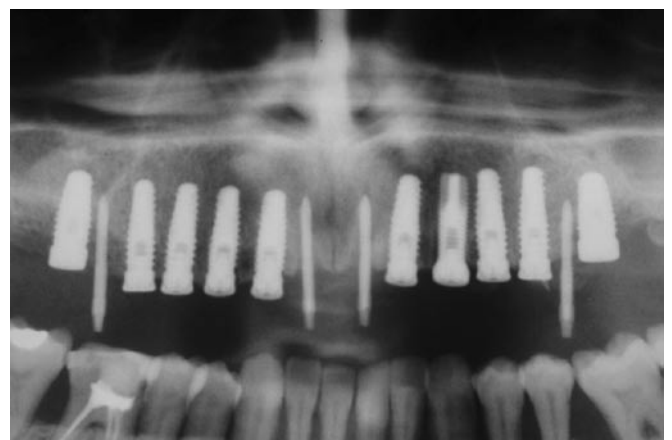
Radiografía panorámica de elevación de seno maxilar bilateral traumática.
